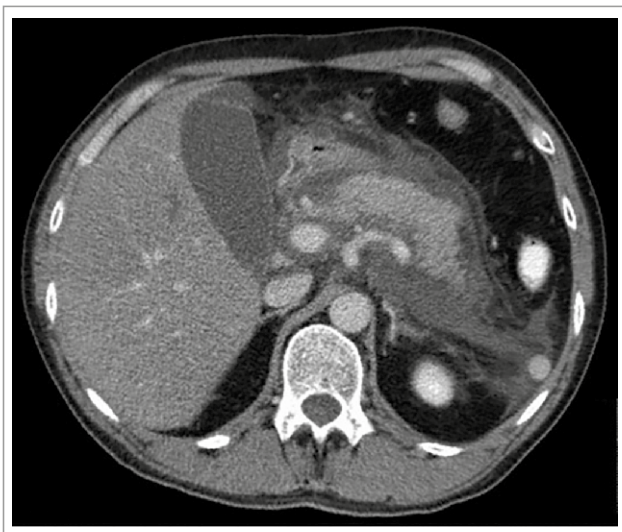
TC de abdomen y pelvis con contraste que evidencia aumento de volumen difuso del páncreas con edema peripancreático en un paciente con pancreatitis aguda.
